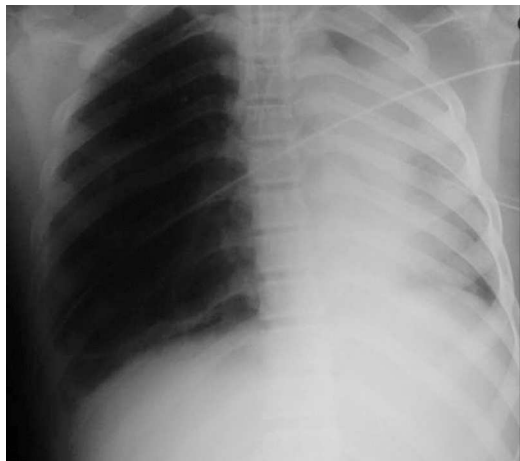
Radiografia de tórax à admissão na UCIP – atelectasia total à esquerda com desvio do mediastino ipsilateral; dreno torácico no 5.º espaço intercostal esquerdo
